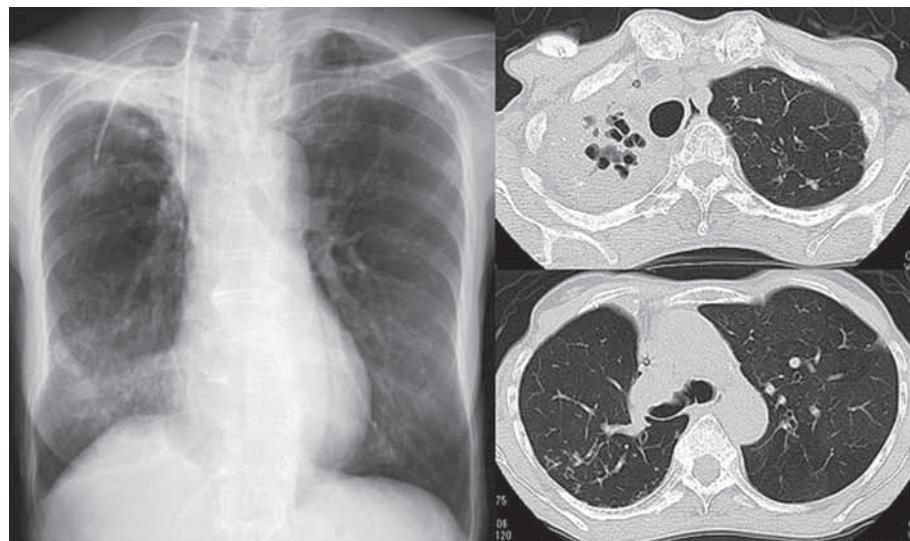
Chest X ray and CT scan on admission. Consolidation with cavity can be seen, especially in right upper lobe. A CV port is planted on her body.
